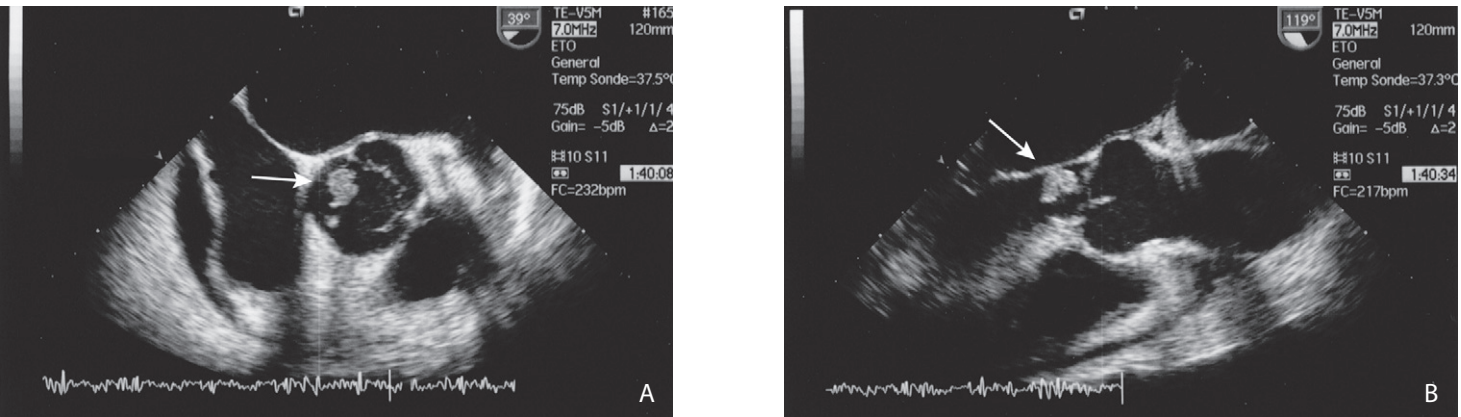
Échocardiographie transœsophagienne (A, B). Végétation aortique (flèche) (clichés du Pr Dérumeaux et du Dr Barthelet).
